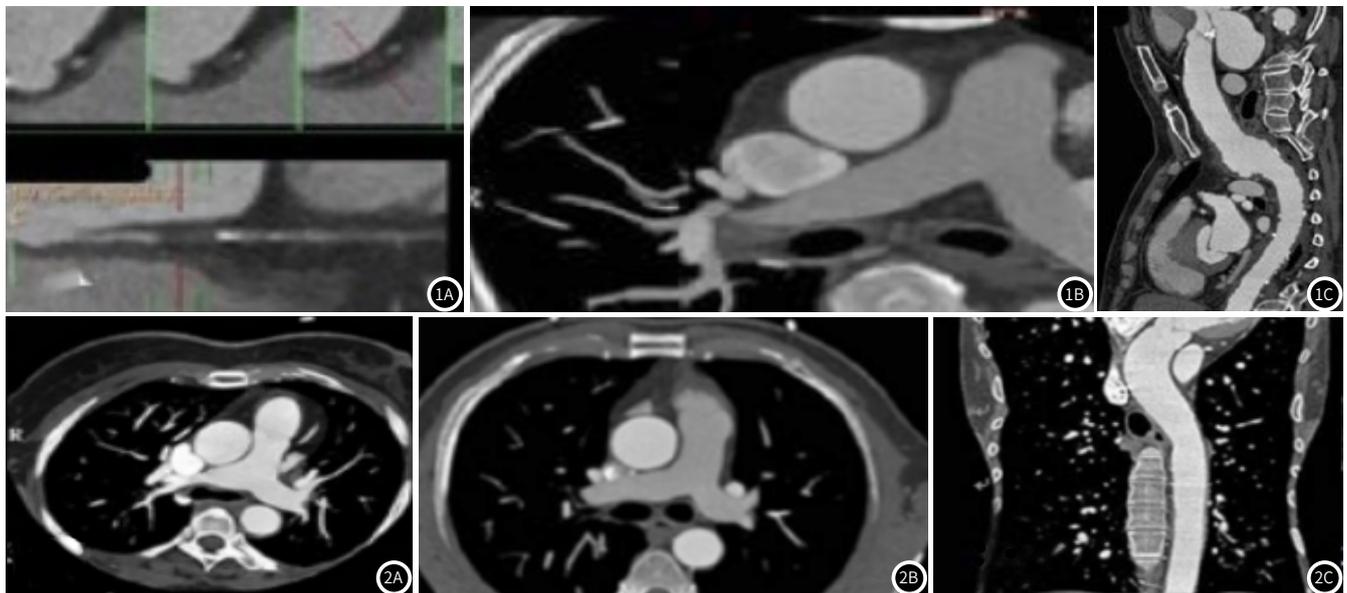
常规CT血管造影图(对照组)。对照组冠状动脉曲面重组、肺动脉干多平面重组图像较清晰,伴有轻度伪影,但不影响诊断。图2 双低CT血管造影图(观察组)。观察组CT造影图伪影极少。冠脉斑块、狭窄情况清晰。
